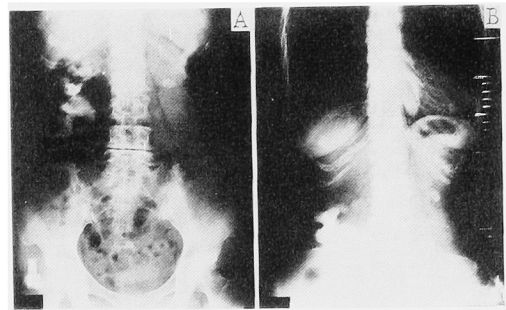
(A) KUB (B) Plain film with lead markers were attached to the patient's back in the sitting position.
